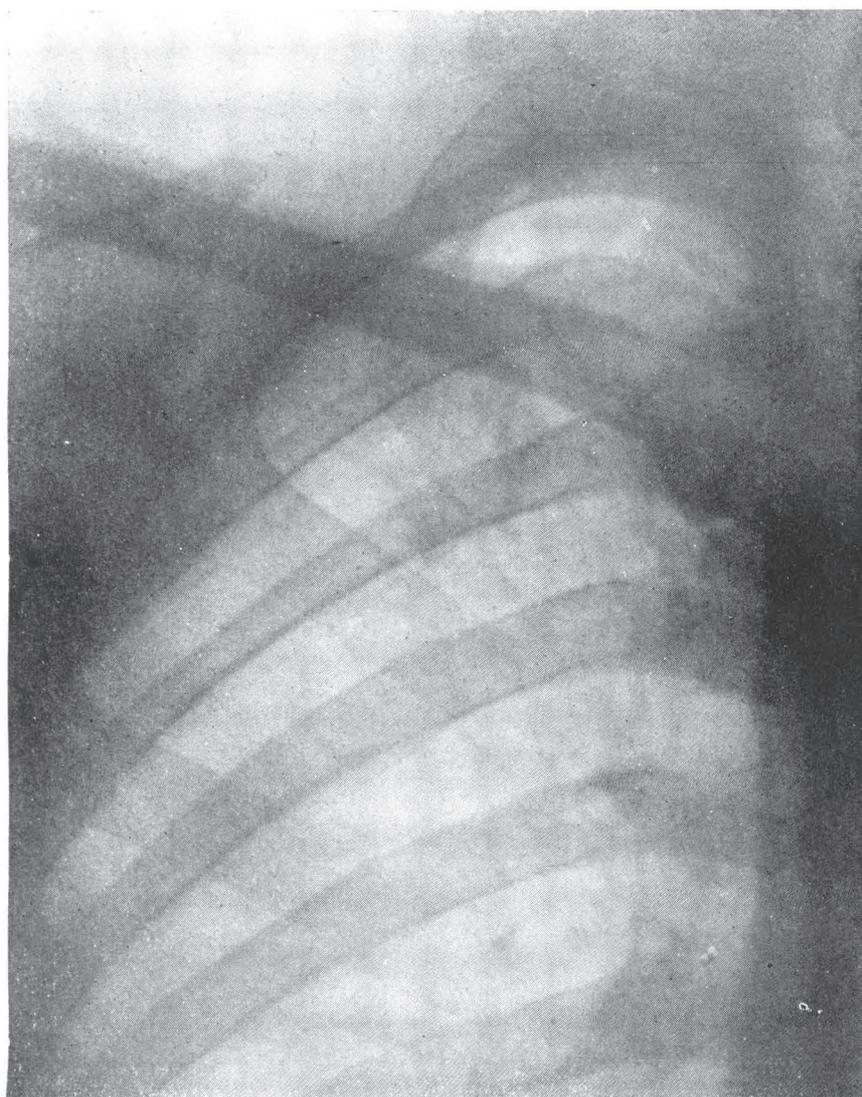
Caso nº 10 - Adoecimento na 3ª série do curso - Telerradiografia nº 6.090 - 16-XII-947. - Pequenos nódulos e traves de aspecto fibrótico residual no ápice e subclavicular D. Escarro negativo. Manteve-se com este quadro radiológico inmutável de IV-47 a V-49 (23 meses).
